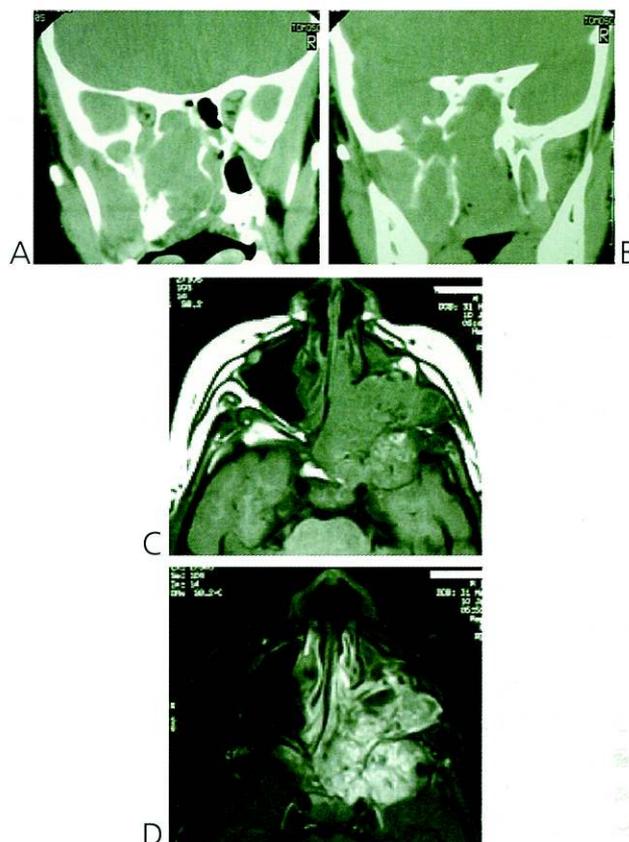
2 Imagens de doente com angiofibroma no estadiamento IIIB (extensão intracraniana massiva, com ou sem invasão do seio cavernoso). Em A e B, cortes coronais de TC revelando erosão do esfenóide. Em C, corte axial de RM em T1 revelando tumor com extensão intracraniana. Em D, corte axial de RM em T2 revelando os "voids vasculares" do angiofibroma.
